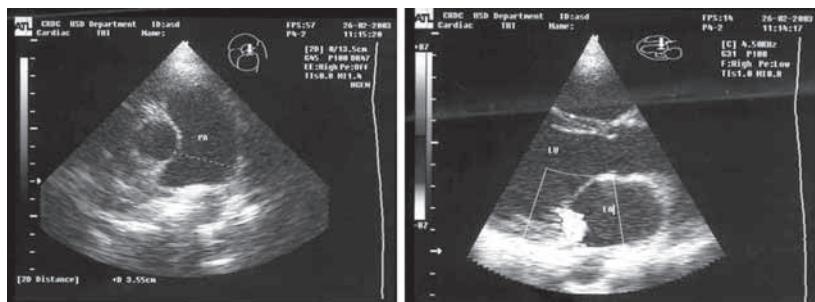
Допплер-эхокардиограмма пациентки В. в 12 лет: расширение ствола легочной артерии, умеренная дилатация правого и левого желудочек
